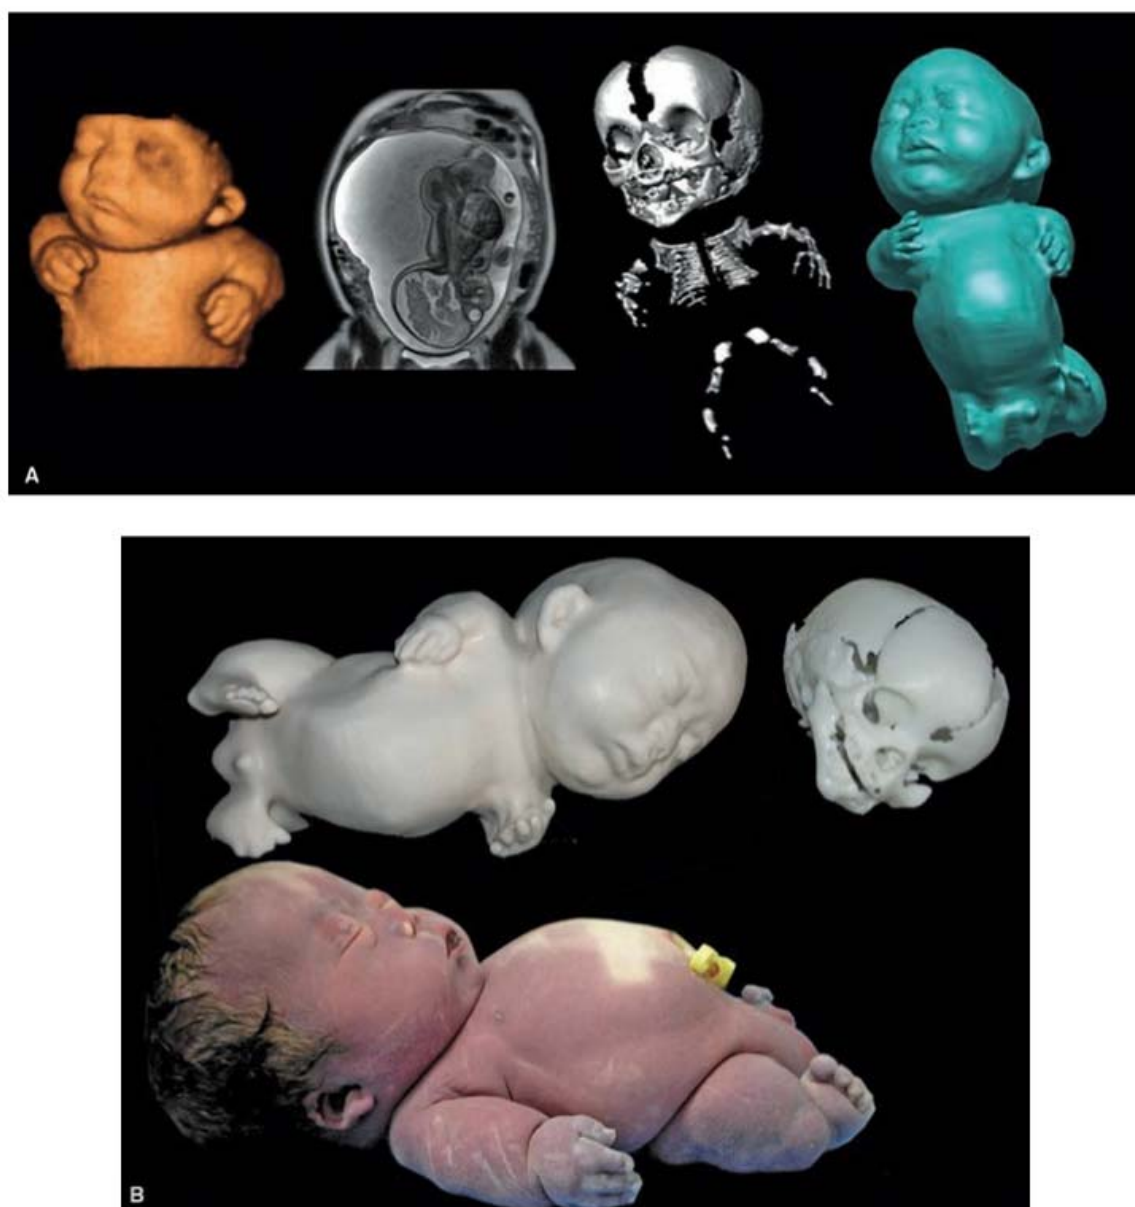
■ A e B. Feto de 34 semanas portador de acondrogênese. Reconstrução por técnica de prototipagem a partir de arquivos obtidos por USG 3D, RM e TC.
